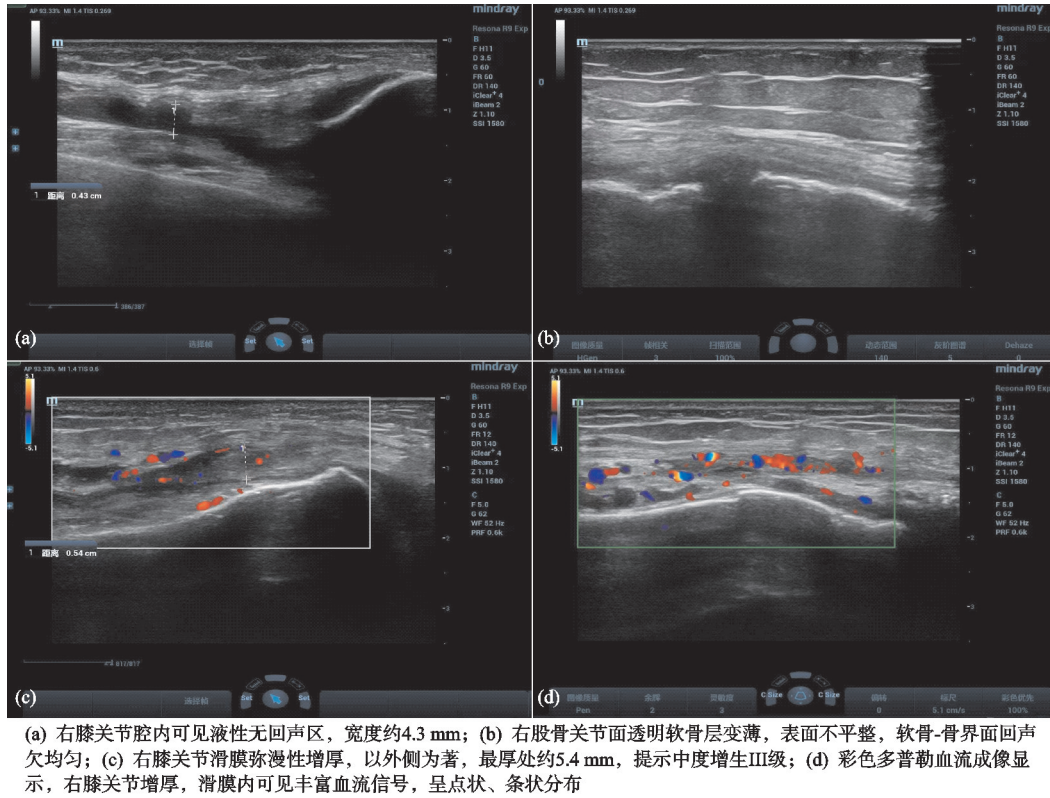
膝骨关节炎合并软骨损伤患者肌骨超声检查结果(男,62岁,膝部疼痛伴活动受限,确诊为膝骨关节炎合并软骨损伤)
